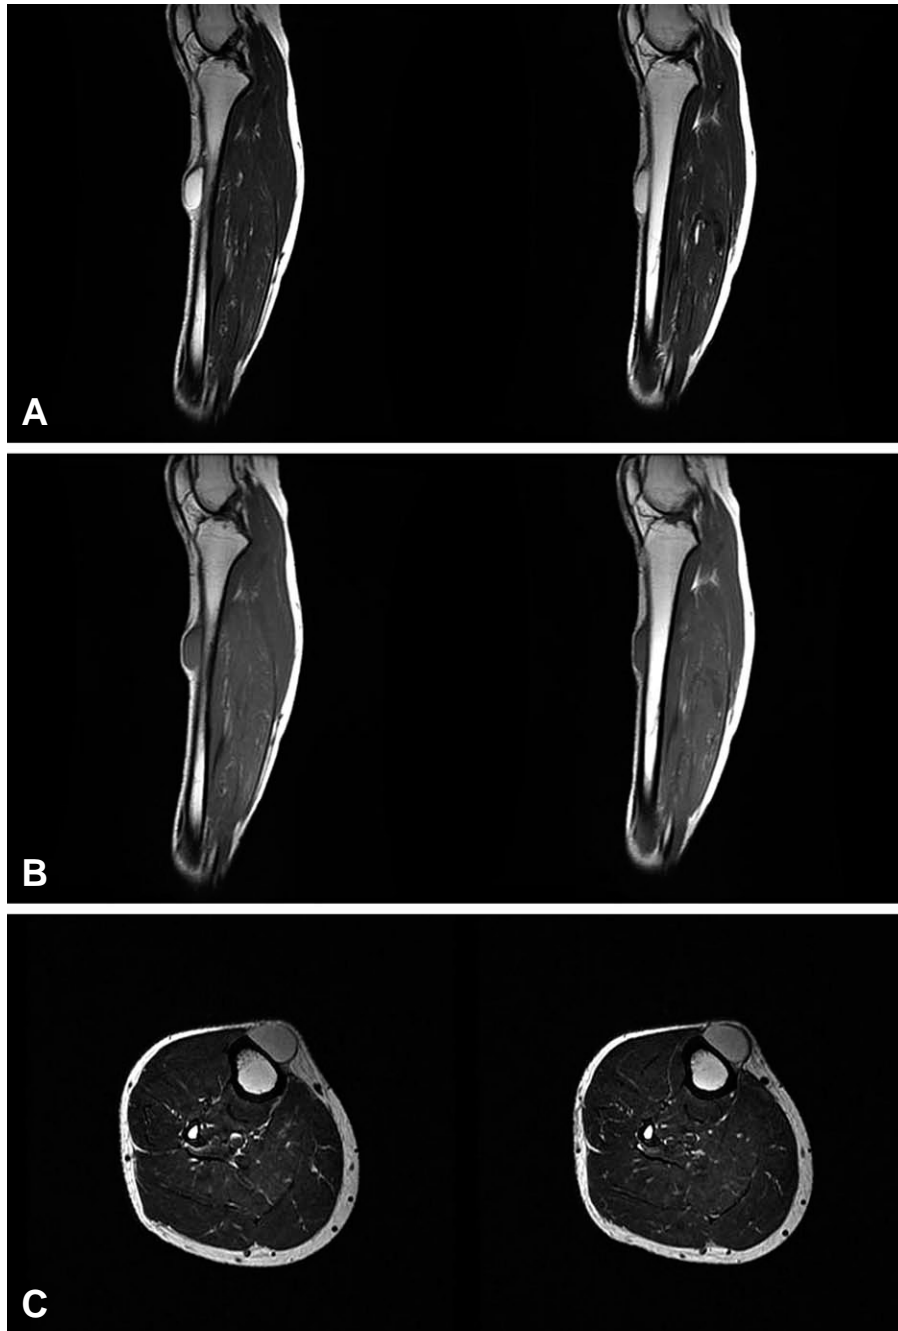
MRI findings show ovoid mass-like lesion at anterior aspect of the proximal tibia with high signal intensity on T2 sagittal images (A) and low signal on T1 sagittal images (B). Juxtacortical ovoid mass having well defined margin at the same site with high signal on T2 axial images (C).
